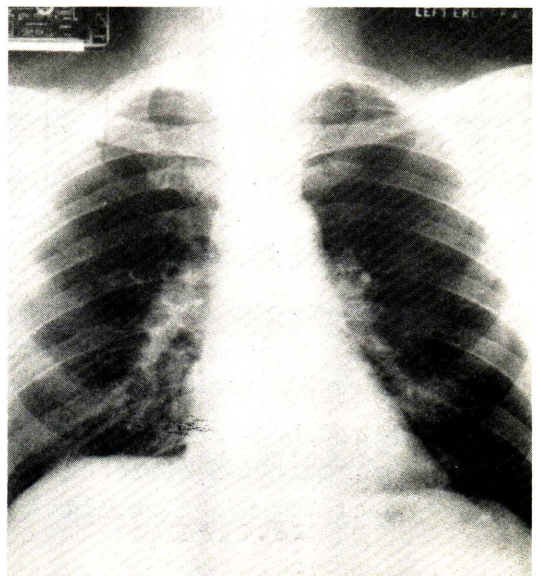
A chest radiograph taken on May 23, 1982 showing remarkable regression of hilar and paratracheal shadows as compared to Fig 7-8.
